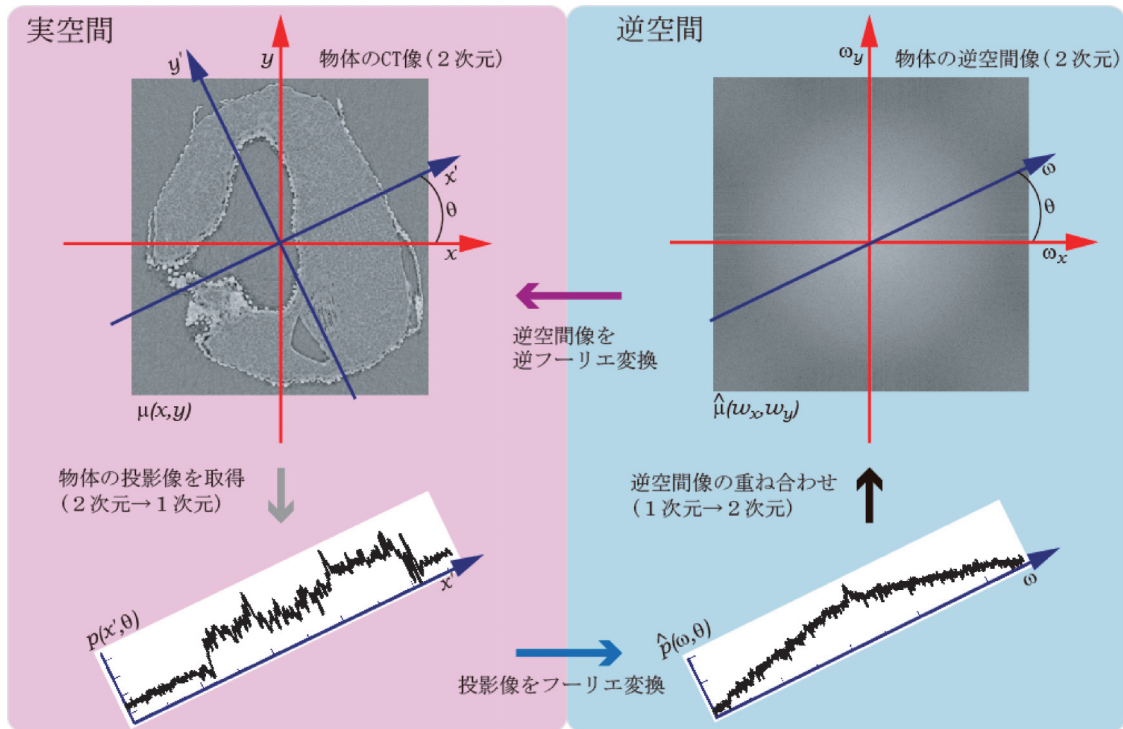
(Color online) The relation between real space and reciprocal space for Filtered back projection method. Detailed operations such as filtering are omitted. CT imaging begins with acquiring a large number of lower left one-dimensional projection images, and the collected data turns to a CT image on the upper left through a counterclockwise process in the figure.
